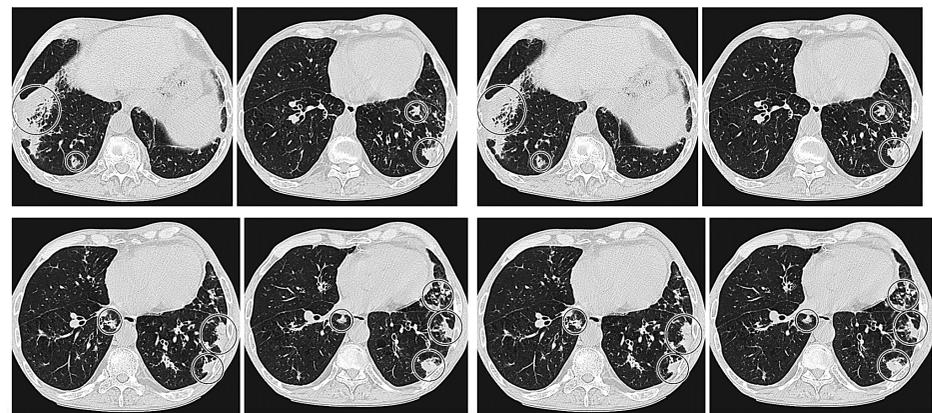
СКТ-картина тромбоэмболии мелких ветвей легочной артерии.
